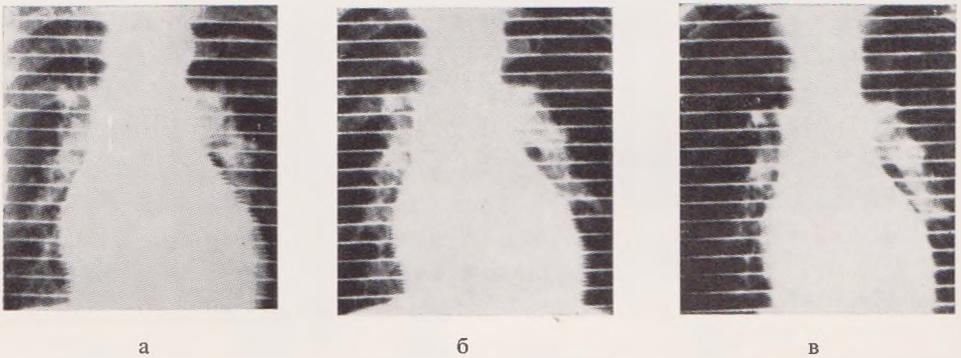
Рентгенокимографический снимок 27-летнего велосипедиста в покое (а), во время опыта Вальсальвы после 15 приседаний (б) и после опыта Вальсальвы после 50 приседаний (в) (по Reindell'y с сотр., 712).
